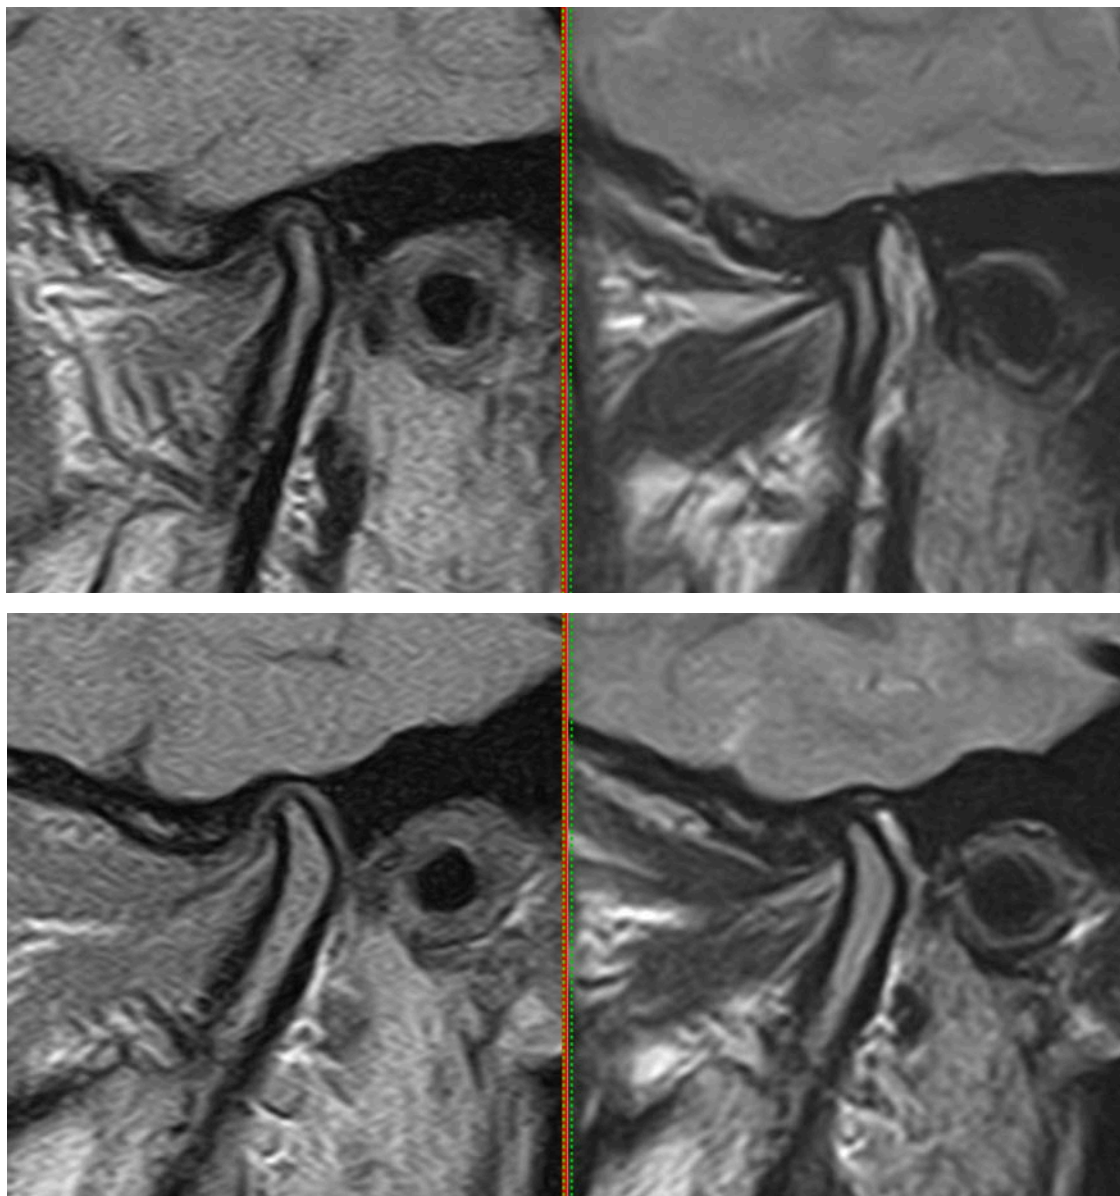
Данные МРТ левого и правого ВНЧС пациентки до лечения
